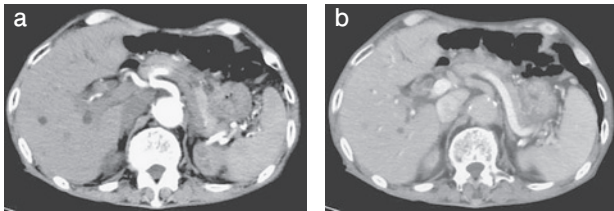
CT (a:動脈相, b:平衡相) Axial
